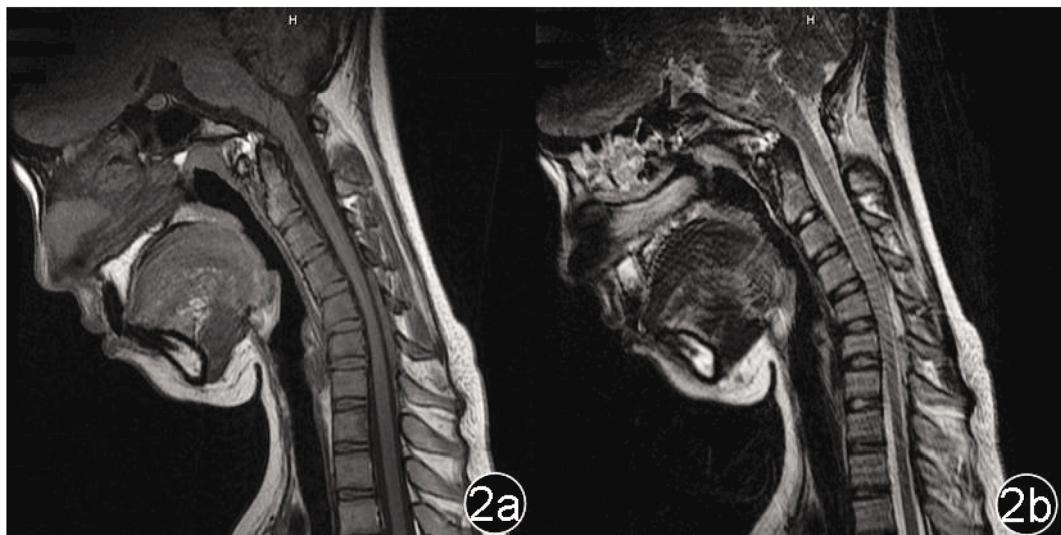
18岁男性平山病患者矢状位MRI照片 2a:颈椎前屈位矢状位T1WI,2b:颈椎前屈位矢状位T2WI。下段颈髓(C5~C7)萎缩变细,背侧硬膜外腔增宽,可见“新月形”等T1长T2异常信号,内见点状流空现象。
